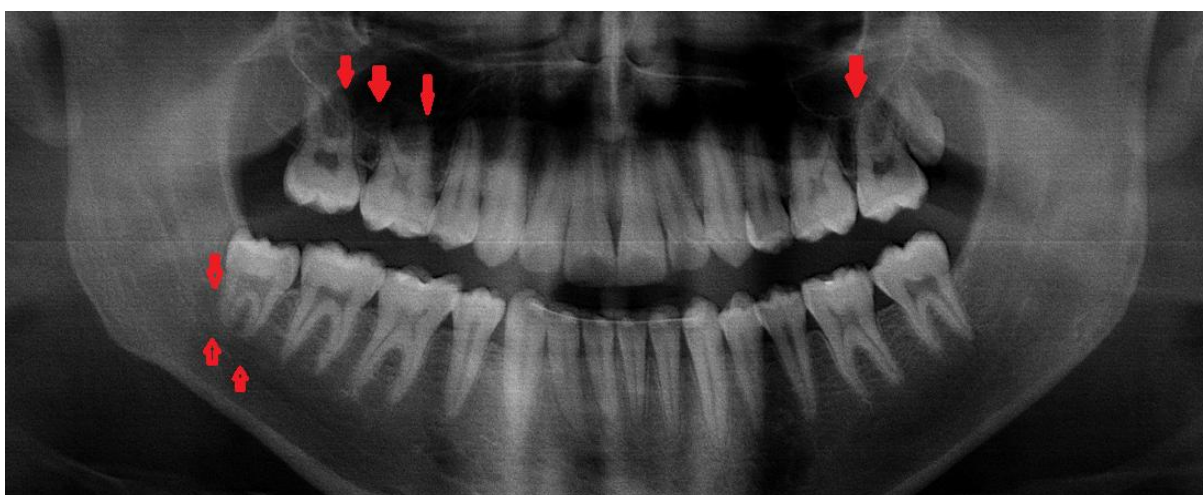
Imagem de uma radiografia panorâmica na qual a relação entre as raízes dentárias assinaladas e o seio maxilar e o canal dentário não são de visualização precisa com este exame.
